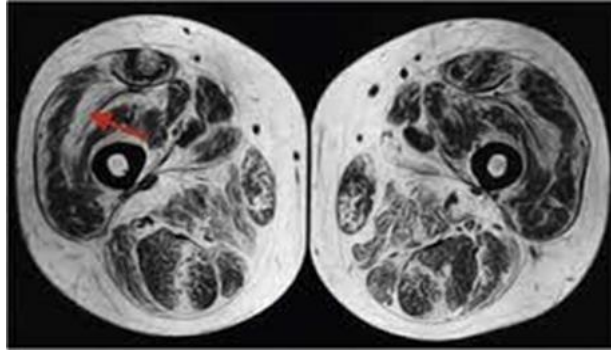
resonancia magnética en niño con DMD. Fuente: (8)
